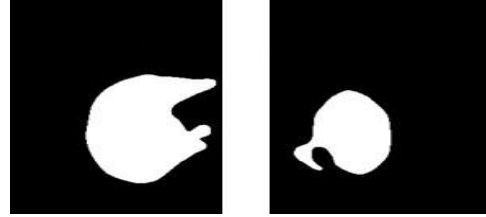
BT görüntüsüne uygulanan Otsu eşiği
